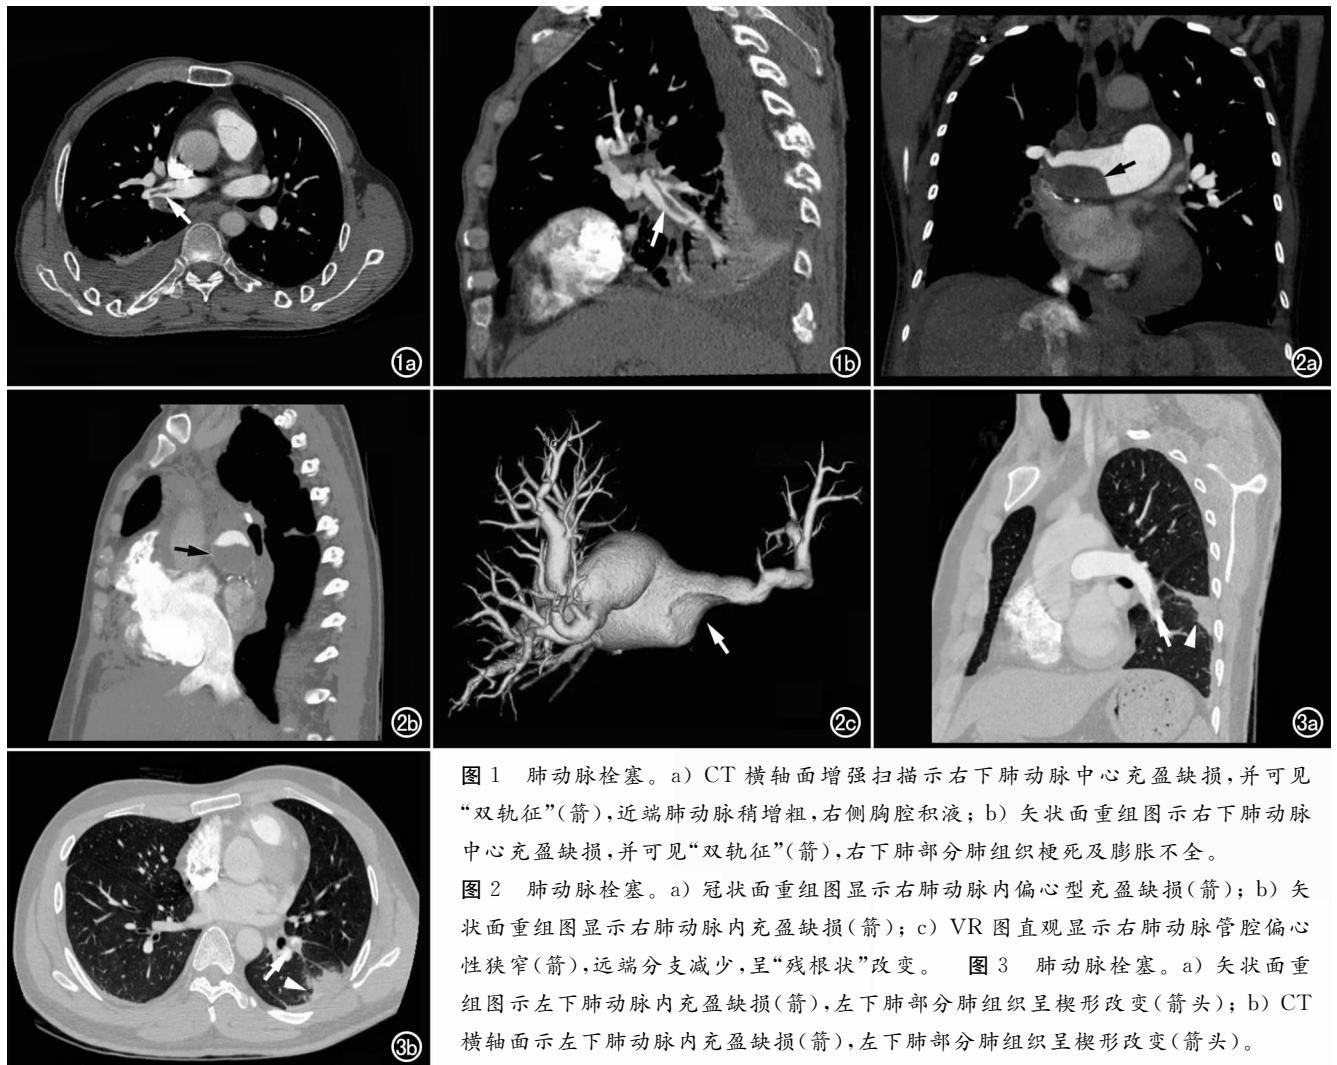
肺动脉栓塞。a) CT横轴面增强扫描示右下肺动脉中心充盈缺损,并可见“双轨征”(箭),近端肺动脉稍增粗,右侧胸腔积液;b) 矢状面重组图显示右下肺动脉中心充盈缺损,并可见“双轨征”(箭),右下肺部分肺组织梗死及膨胀不全。
